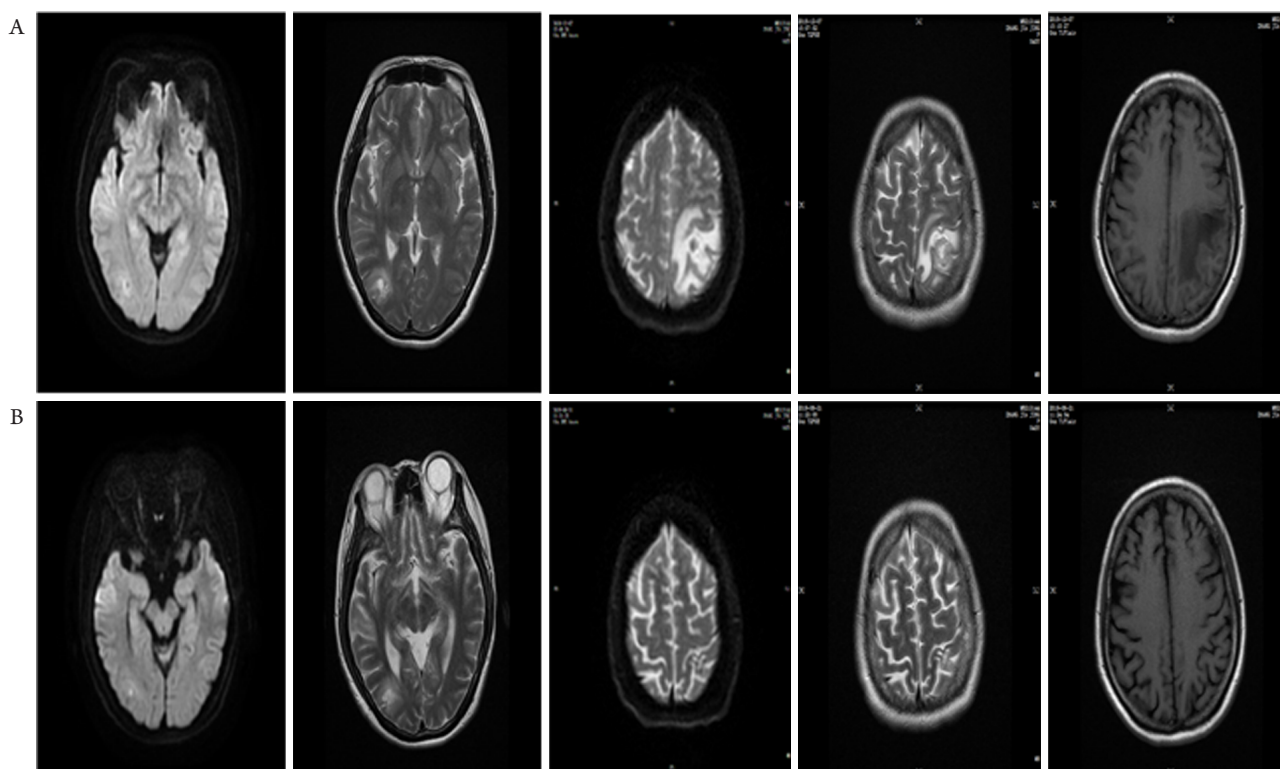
2018年12月3日(A)与2019年6月21日(B)MRI检查对比左侧顶叶及右侧颞枕叶结节灶及水肿明显变小, 考虑患者脑转移较前明显好转, 疗效评价PR
